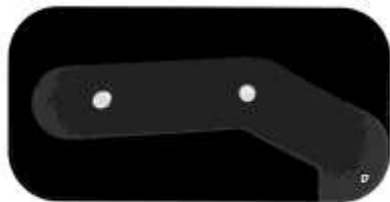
Röntgenaufnahme von Prüfkörper 54
